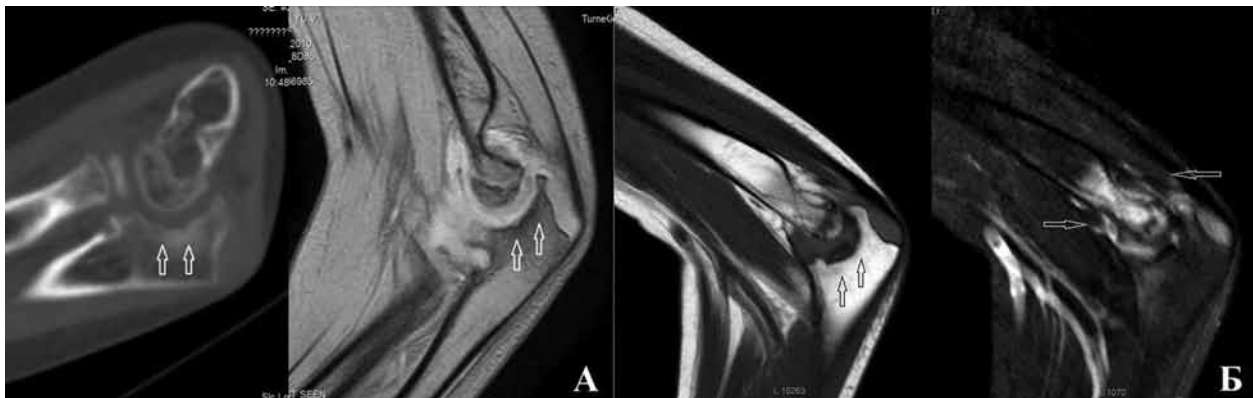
Картина хронического артрита локтевого сустава: А – компьютерная томография (левый снимок) и МР-картина (T1-режим) эрозивного синовита; Б – МР-картина эрозивного синовита с явлениями неспецифического остита области метадиафизарной зоны плечевой кости (T2-режим)
